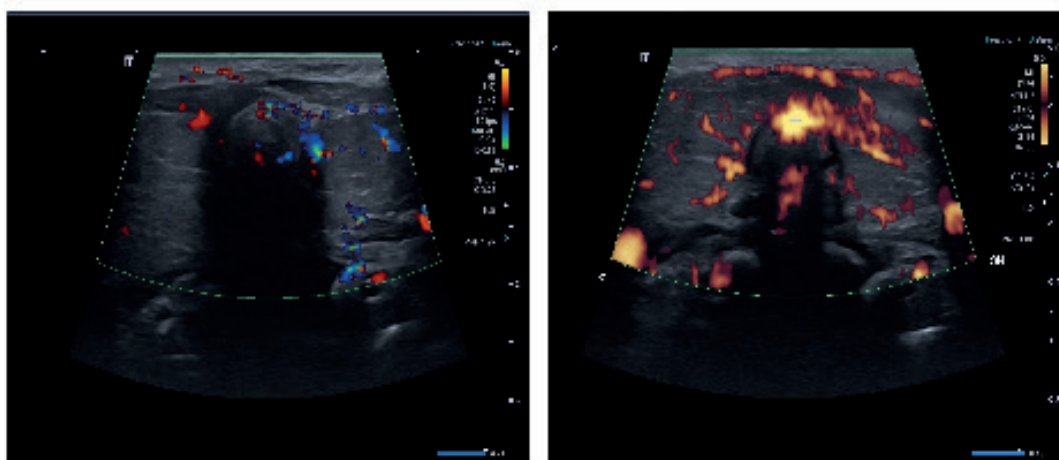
(a,b): in atto il piccolo presenta un buon compenso ormonale, con una ghiandola dalle dimensioni regolari (volume complessivo ml 1 circa) ed un regolare pattern ecografico.
